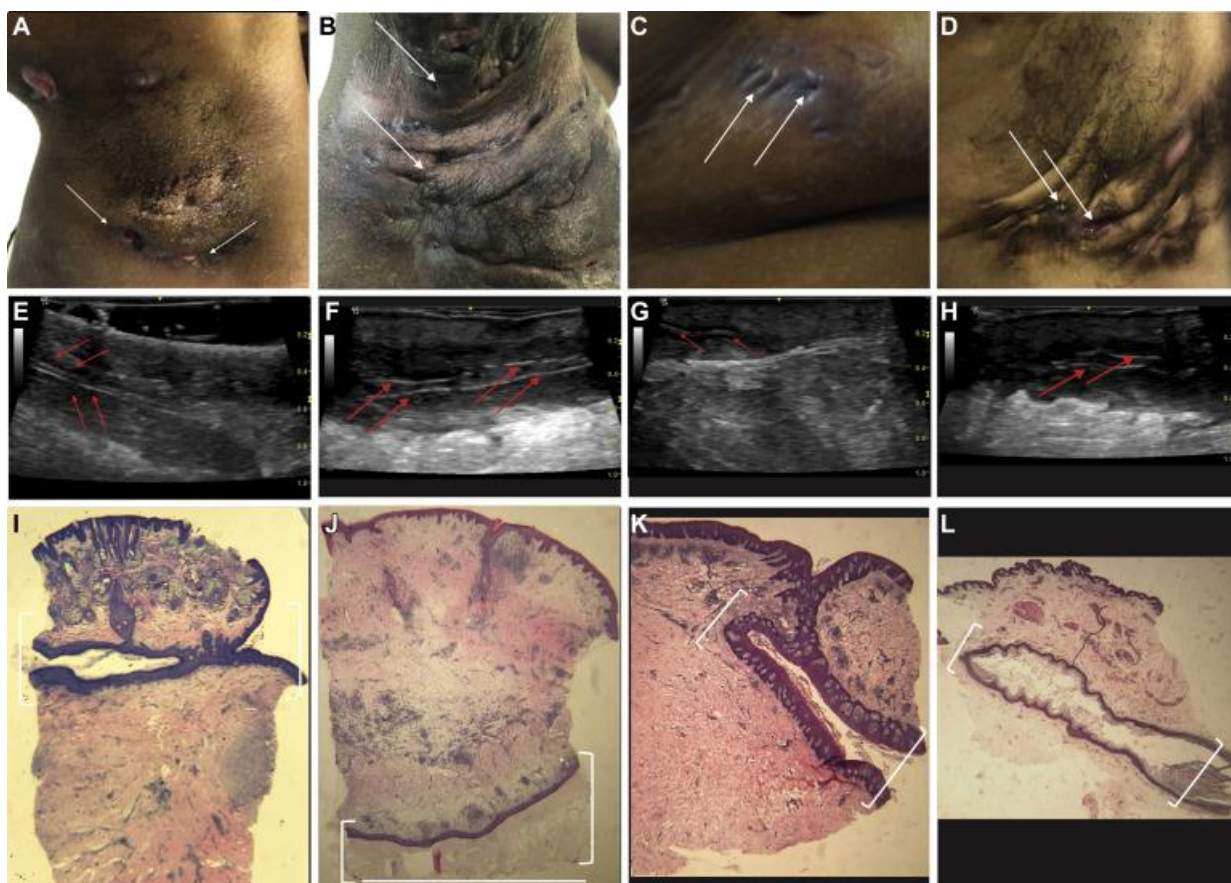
Rappresentazione ecografica ed istologica delle lesioni cliniche.
